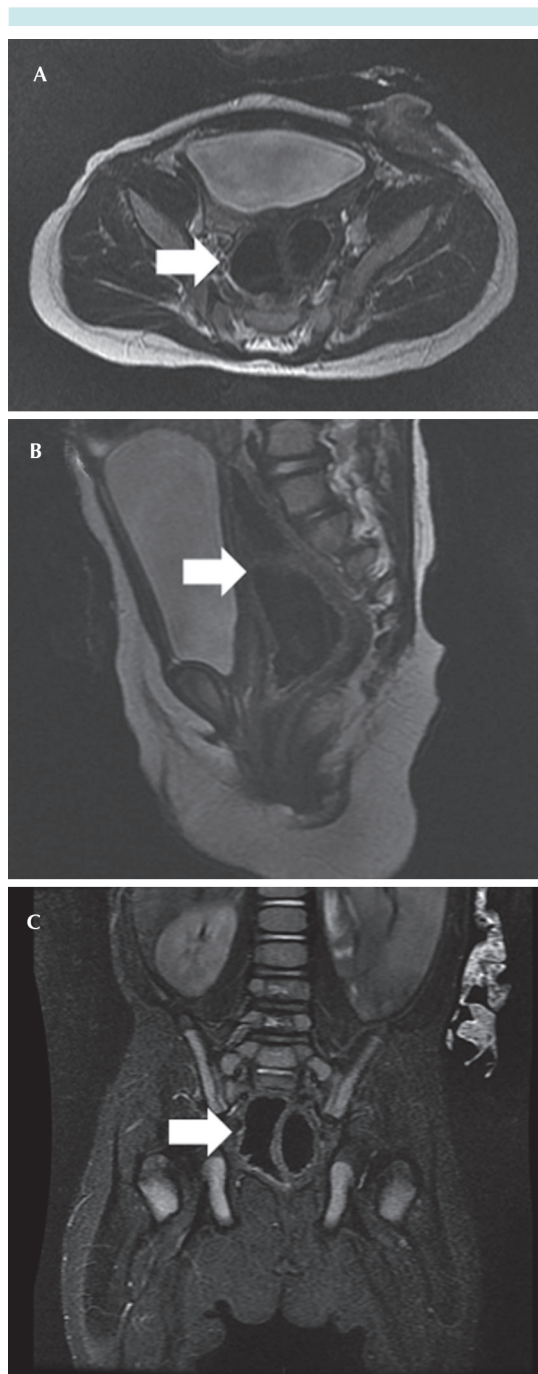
Resonancia magnética pélvica en cortes: A) axial, B) sagital y C) coronal. La flecha muestra el sitio de la duplicación colónica.
